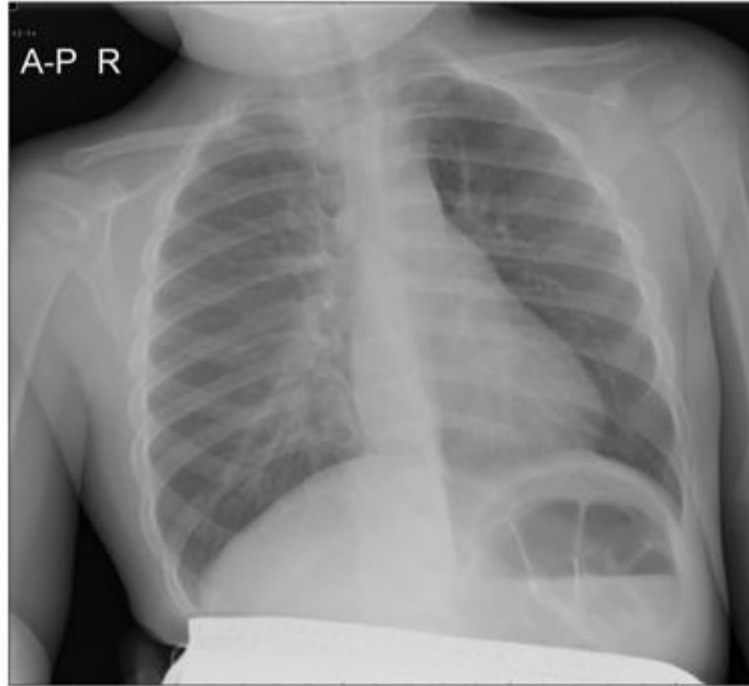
Radiographie thoracique chez un jeune enfant montrant des infiltrats interstitiels au cours d'une pneumonie associée à HBoV1. D'après Jartti et al. (9).
